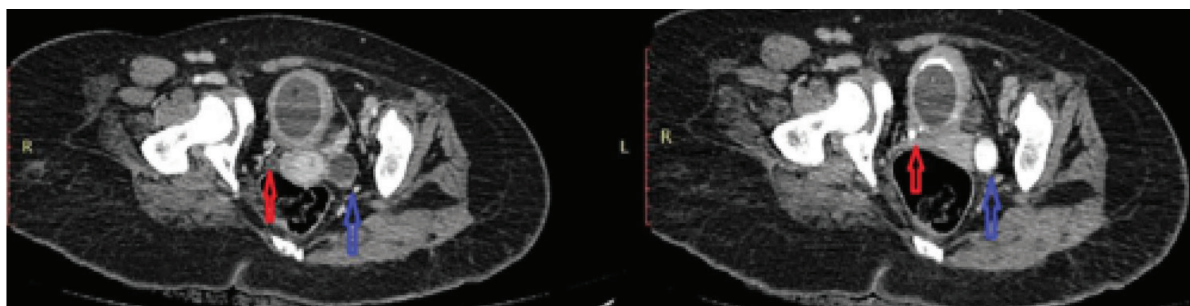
Дівчинка 15 років. Аксіальні скани КТ. Екскреторна фаза. Правий сечовід (*червоні стрілки*) не розширений, лівий (*синя стрілка*) значно розширений. У просвіті сечового міхура розташовано катетер Фолея
